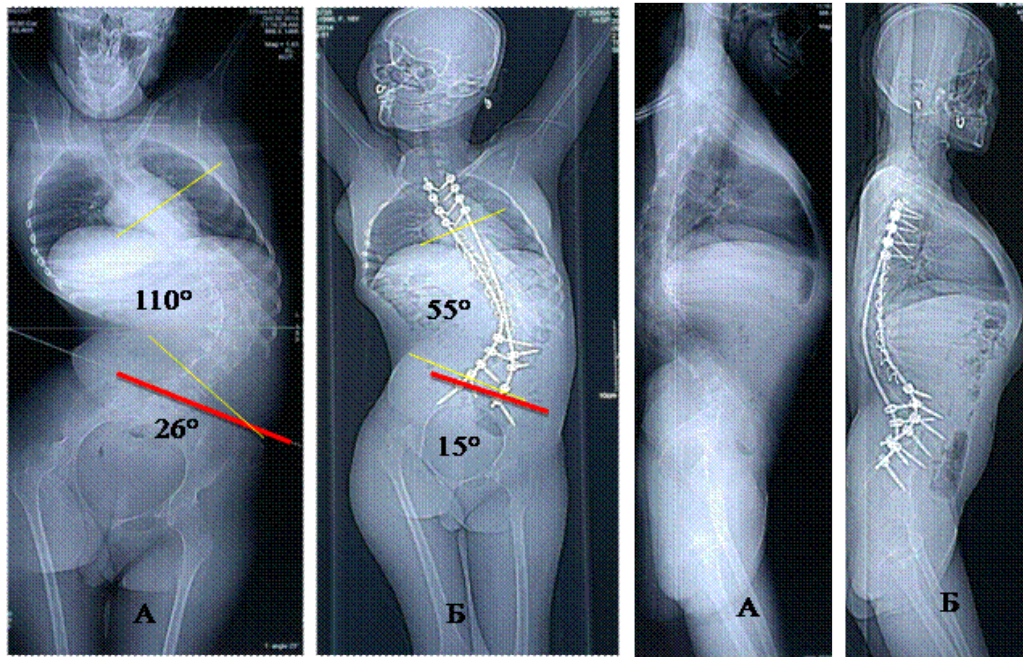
Рентгенограммы пациентки С., 16 лет
